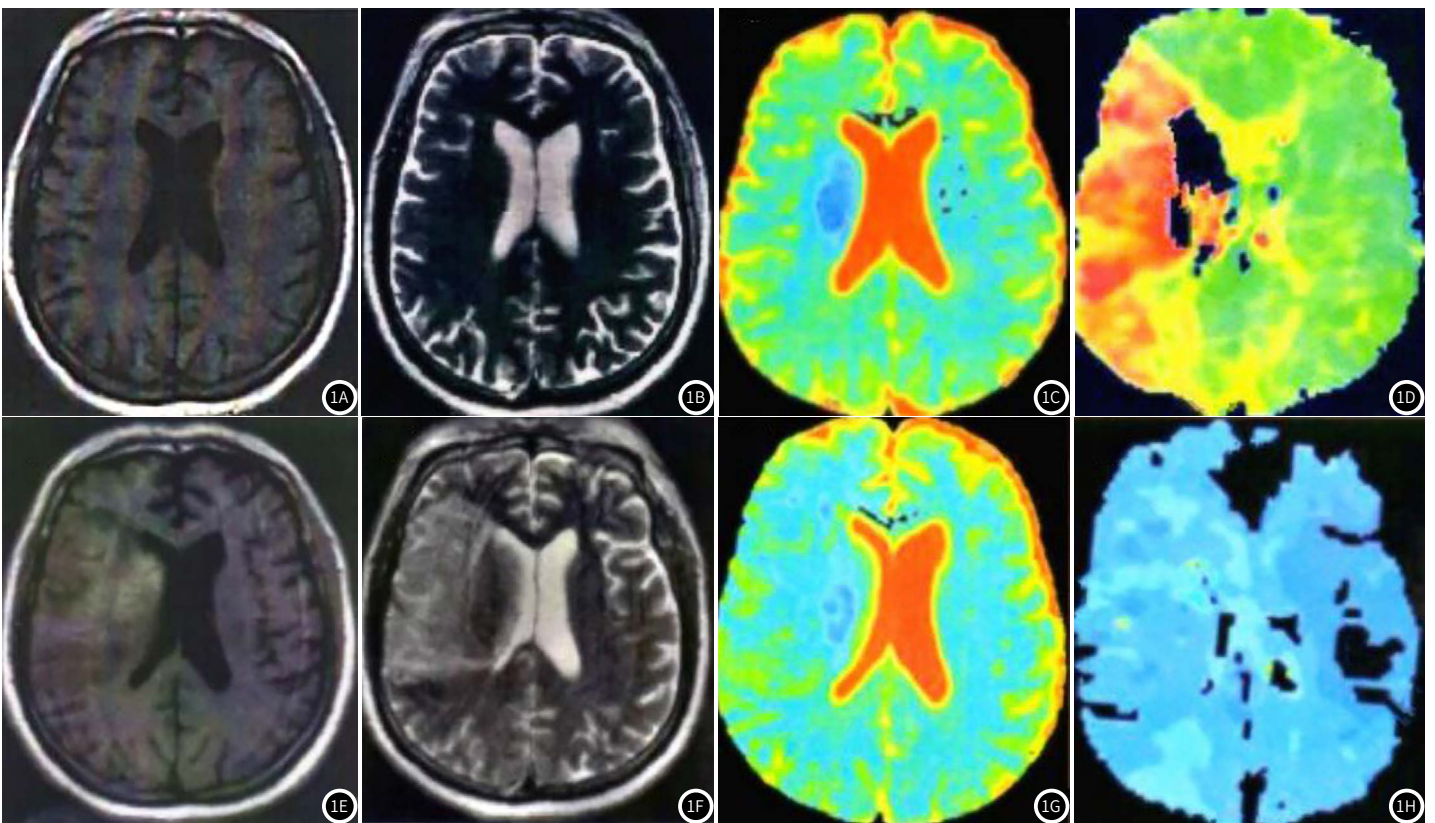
ACI患者多模MRI检查, 患者男性, 52岁, 治疗前T₁WI、T₂WI均未显示明显异常(图1A-B); 治疗前DWI序列显示异常高信号且ADC图可见右侧脑室旁蓝色梗死病灶, ADC值明显降低(图1C); 治疗前PWI序列MTT显示右侧大脑中动脉供血区域橘红色改变, MTT增加且范围超过DWI(图1D); 治疗2周复查多模MRI, T₁WI显示右侧大脑中动脉灌注区域大面积低信号及混杂高信号影, T₂WI则为大面积高信号及混杂高低号影(图1E-F); DWI显示不均与高信号和ADC值降低, 病灶面积较治疗前明显减小(图1G), PWI序列MTT图呈淡蓝色, 提示缺血区域灌注已基本恢复正常(图1H)。
